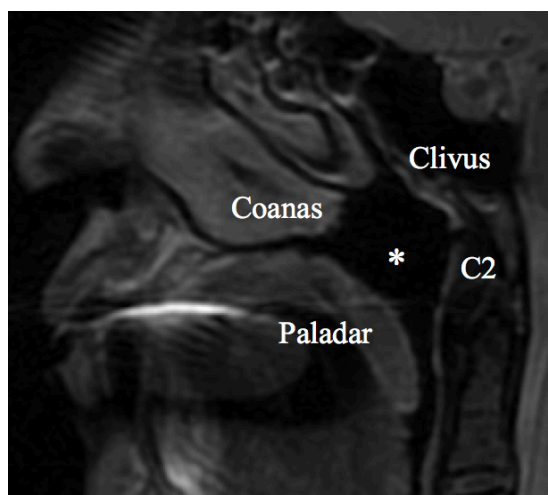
Resonancia magnética de la nasofaringe. Límites de la nasofaringe.
